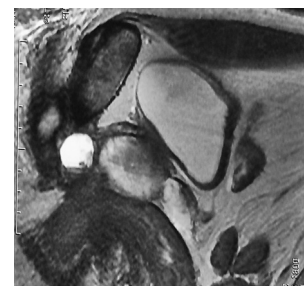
МРТ органов малого таза с внутривенным контрастированием (стрелкой указано образование).
